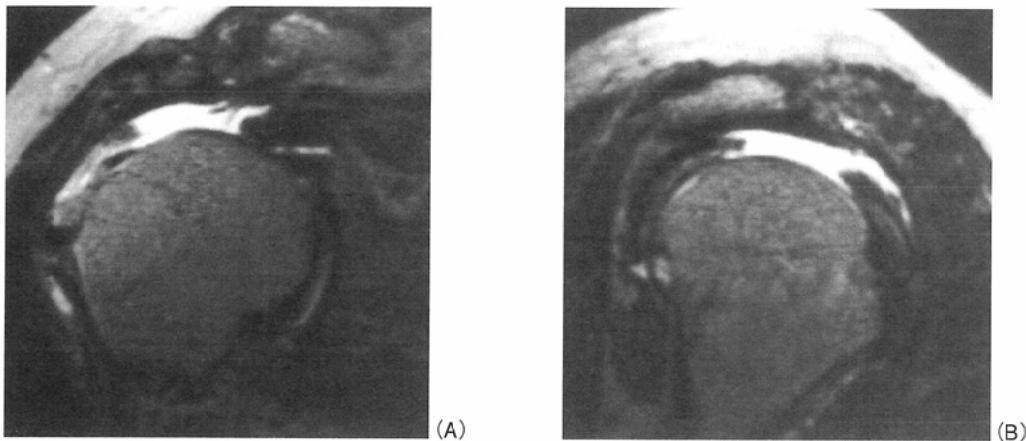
A full thickness tear of the supraspinatus tendon : (A) oblique coronal T2-weighted image, and (B) oblique sagittal T2-weighted image. The high signal lesions are observed on both images, but the oblique sagittal image shows posterior extent of the lesion.
